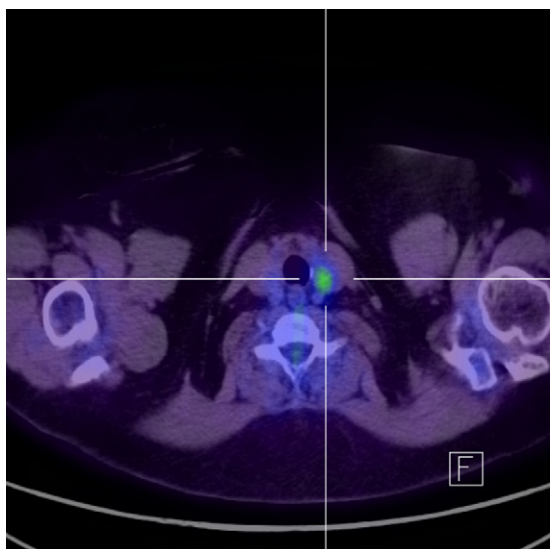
PET/TAC con ^{18}F -FDG. Depósito de intensidad leve en el lóbulo izquierdo tiroideo.
